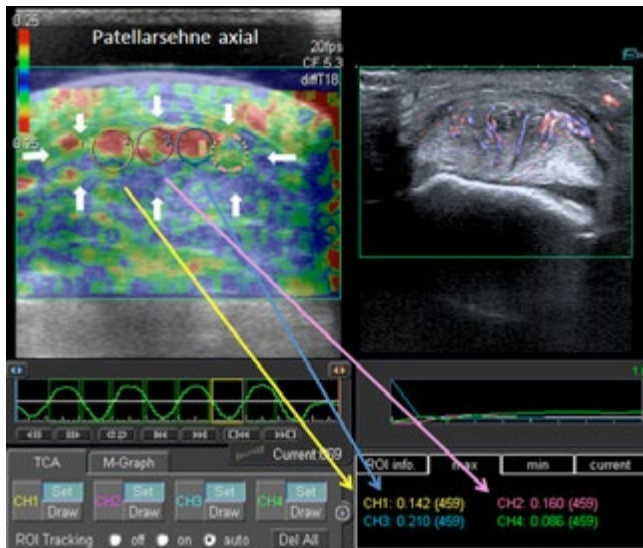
TDI-Elastosonogramm eines Jumper's knee axial mit pathologischen Strainscores. Im Bild rechts zum Vergleich Darstellung der Neovascularisationen im Powerdoppler.
